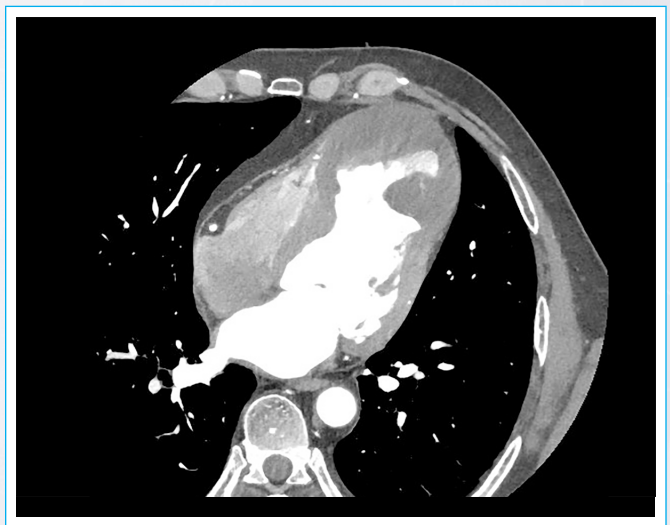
TC cardíaco. Imagen del plano de 4 cámaras con gran hematoma intramiocárdico.
